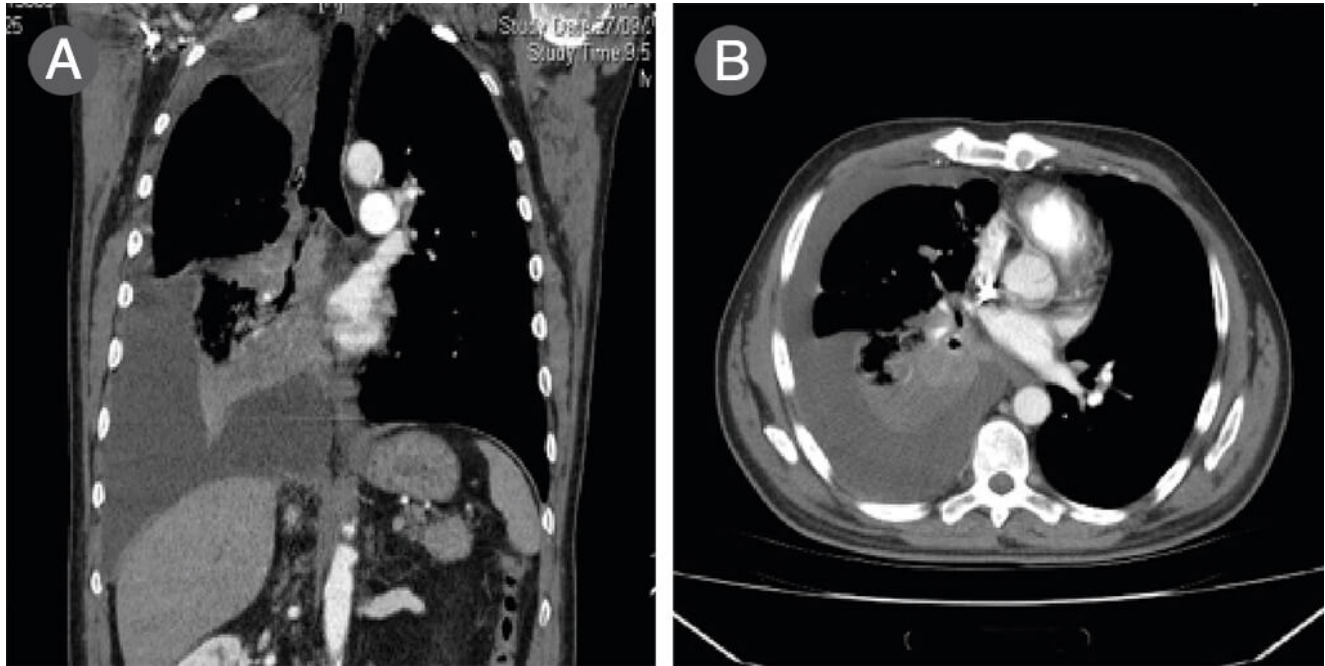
Imágenes de TC de tórax del mismo paciente donde se objetiva el derrame pleural y la masa hilar. a. Corte coronal de TC de tórax de paciente con derrame pleural metastásico por carcinoma de pulmón. b. Corte coronal de TC de tórax de paciente con derrame pleural metastásico por carcinoma de pulmón.
